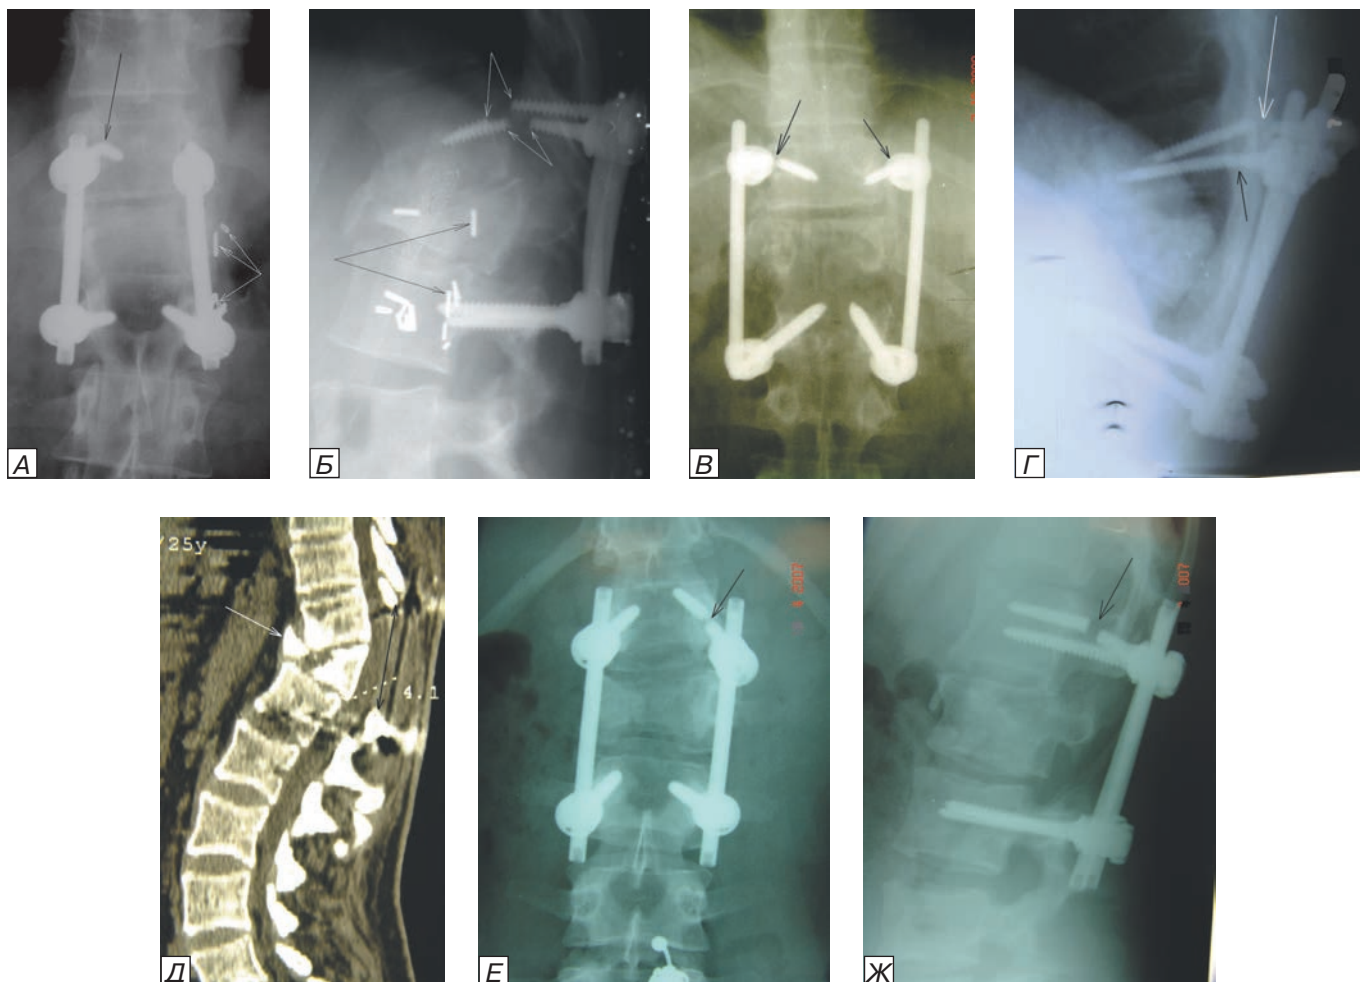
Поломка винтов транспедикулярных фиксаторов. Рентгенограммы верхнепоясничного отдела позвоночника в прямой (а) и боковой (б) проекциях больного А. с переломом верхних винтов ТПФ (стрелки) в теле Th12 позвонка. Причина: несостоятельность переднего аутокостного спондилодеза (стрелками показаны клипсы на сегментарных сосудах, наложенных при доступе к телам позвонков) из-за маленькой площади опоры и применение тонких винтов (диаметр ножек позвонков не всегда позволяет использовать более толстые винты); осложнения можно было избежать при использовании спереди трансплантата с большой опорной площадью; рентгенограммы нижнего грудного отдела позвоночника больного Д. с переломом верхних винтов ТПФ в теле Th11 позвонка в прямой (в) и боковой (г) проекциях и КТ в сагиттальной (д) реформации: причина перелома винтов — отсутствие восстановленного переднего опорного комплекса (переднего спондилодеза) при разрушенном заднем (выполнена ламинэктомия — двойная стрелка). Из-за большой передней нагрузки происходят пружинящие давления на винты и из-за «усталости» металла они со временем ломаются, нарастает кифоз и полная несостоятельность спондилодеза; рентгенограммы поясничного отдела позвоночника в прямой (е) и боковой (ж) проекциях с переломом левого верхнего винта из-за отсутствия переднего спондилодеза.
